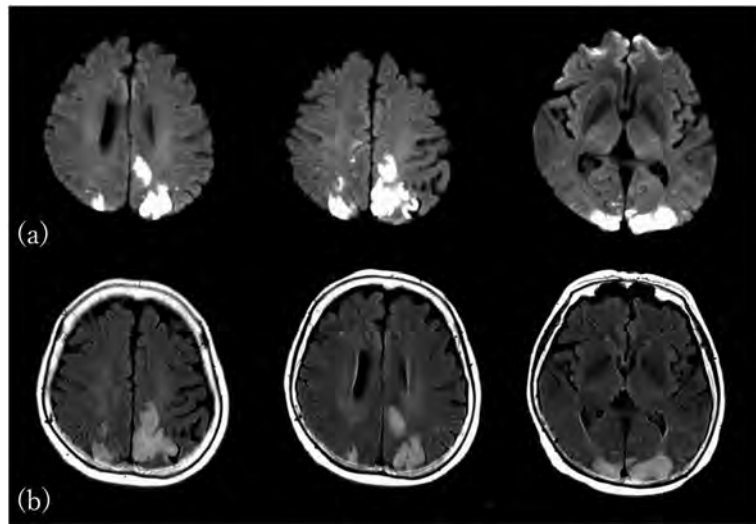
Y+4日目の頭部MRI検査 (a: 拡散強調画像, b: FLAIR 画像)
